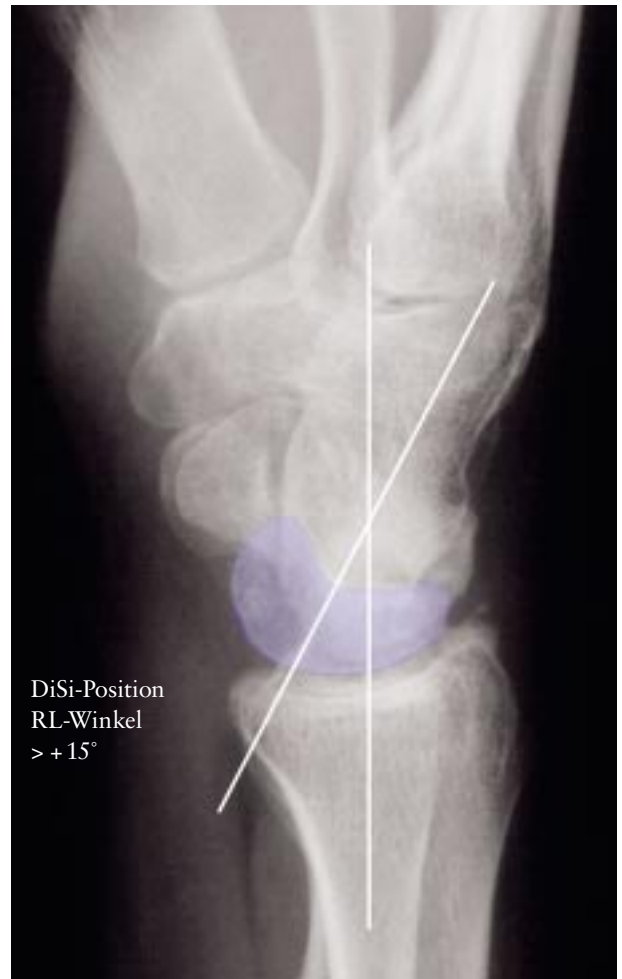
Dorsalverkipfung des Lunatum (DISI-Position) und Flexion des Skaphoid im seitlichen Röntgenbild infolge SL-Bandruptur
